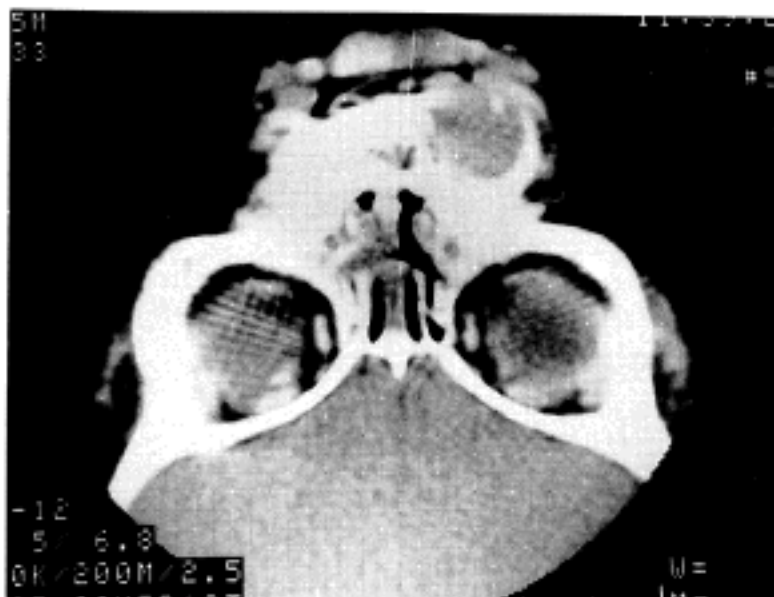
Facial CT scan reveals an expansile soft tissue density with bone destruction in left anterior lower maxilla.
